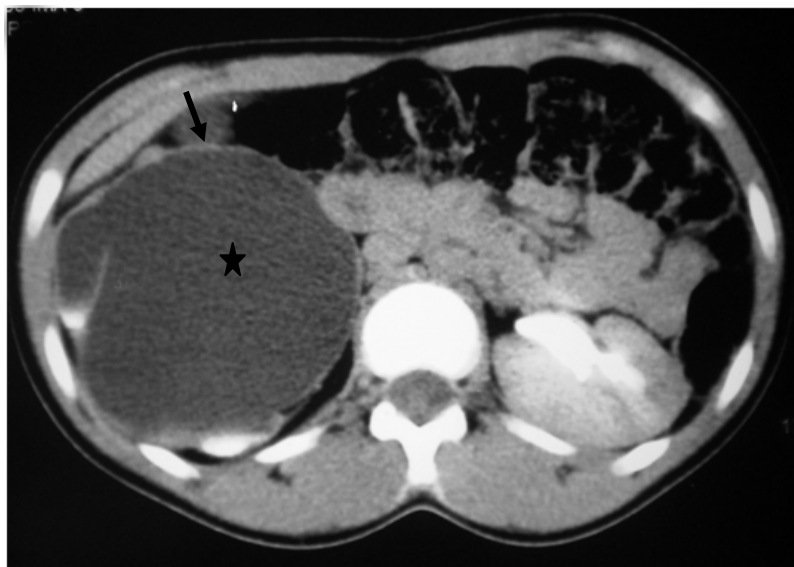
TDM : hydronéphrose majeure avec une atrophie corticale (flèche) et retard d'excrétion dans le cadre d'un Sd de JPU droit (étoile).
